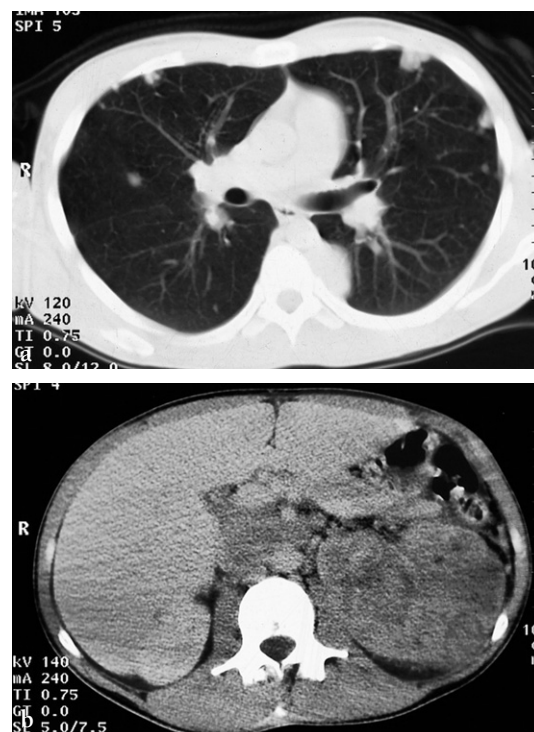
Radiographie thoracique et TDM.
